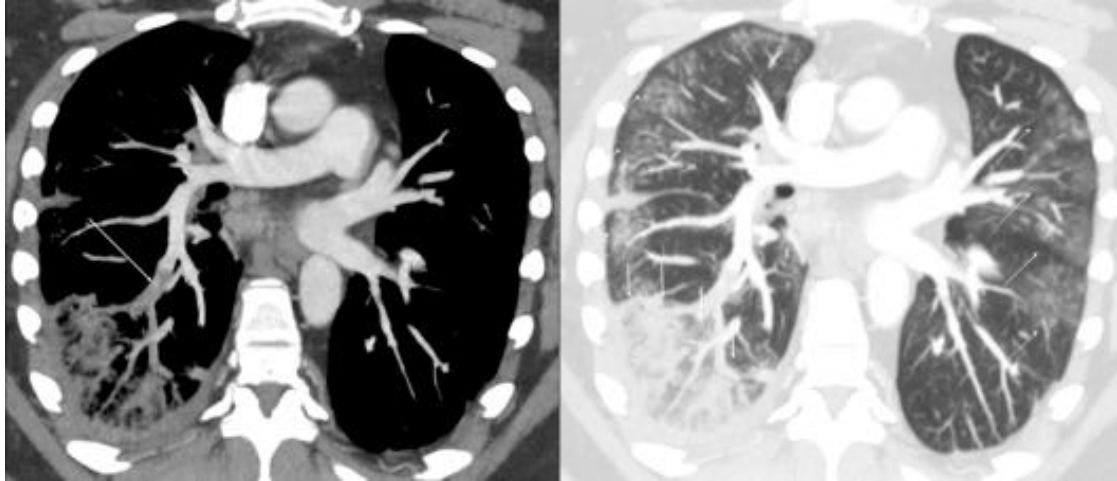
Imagens de reconstrução MIP coronal oblíqua de angiotomografia do tórax evidenciando o trombo (seta longa) em ramos arteriais segmentares e subsegmentares para o lobo inferior direito na imagem à direita. Na imagem à esquerda observa-se a correspondência de opacidades relacionadas a tromboembolismo (setas curtas) neste segmento e opacidades periféricas com aspecto em "vidro fosco" (setas descontínuas) vistas no pulmão esquerdo e no lobo superior direito que são relacionadas à doença de base (SARS COVID-19). Nota-se ainda fina lâmina de derrame pleural.
